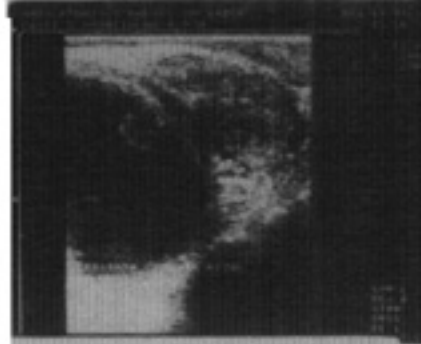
Ultra-sonografia no adenocarcinoma da próstata – padrão ecográfico misto.
